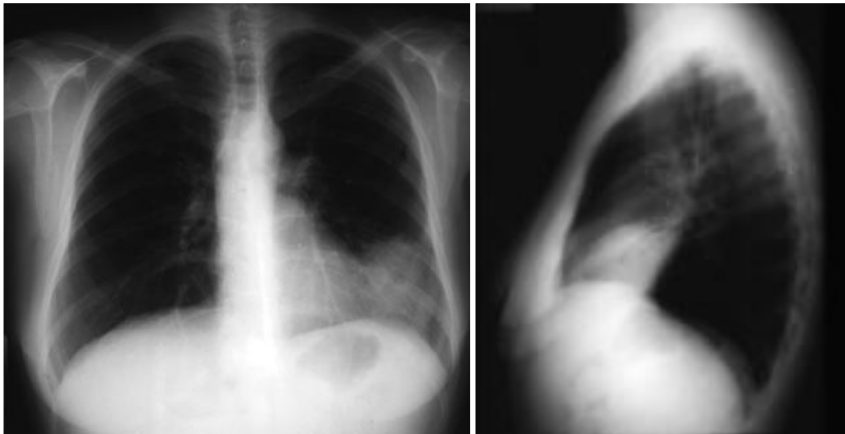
Radiografía de tórax posteroanterior y lateral. Aumento de densidad en la llingula, con una zona de menor densidad en su interior, así como una imagen nodular de 1,5 cm de diámetro en el segmento posterior del lóbulo superior del pulmón derecho.
